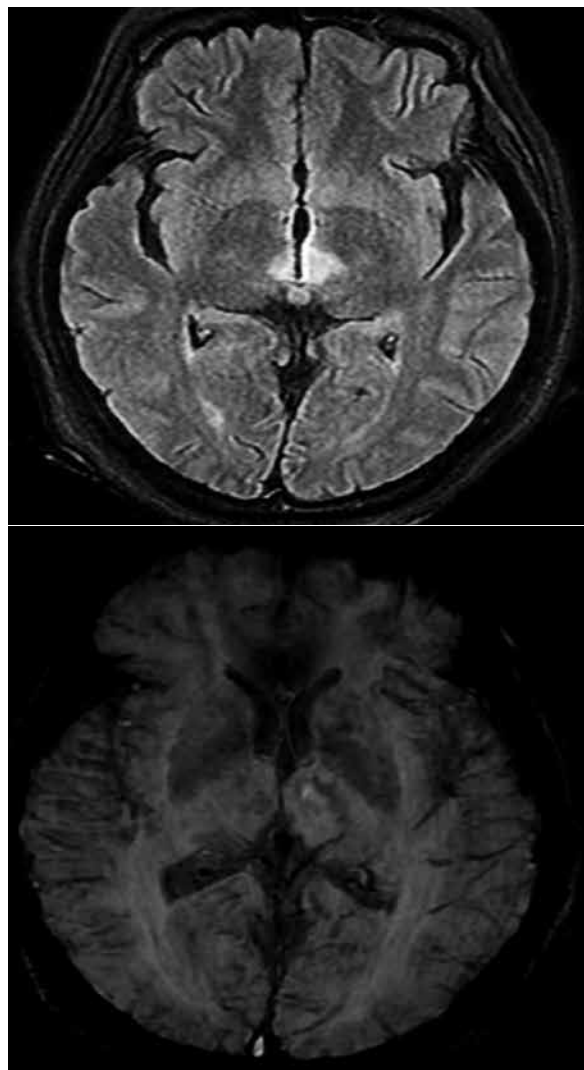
Imagen en FLAIR axial (A) con hiperintensidad a nivel del tálamo medial bilateral a predominio del lado izquierdo; sin artefacto de susceptibilidad en secuencia T2 ecogradiante MIP (B).
